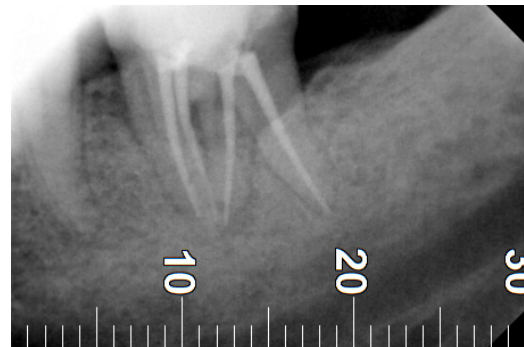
b : Radiographie postopératoire contrôlant l'obturation des 4 canaux.
